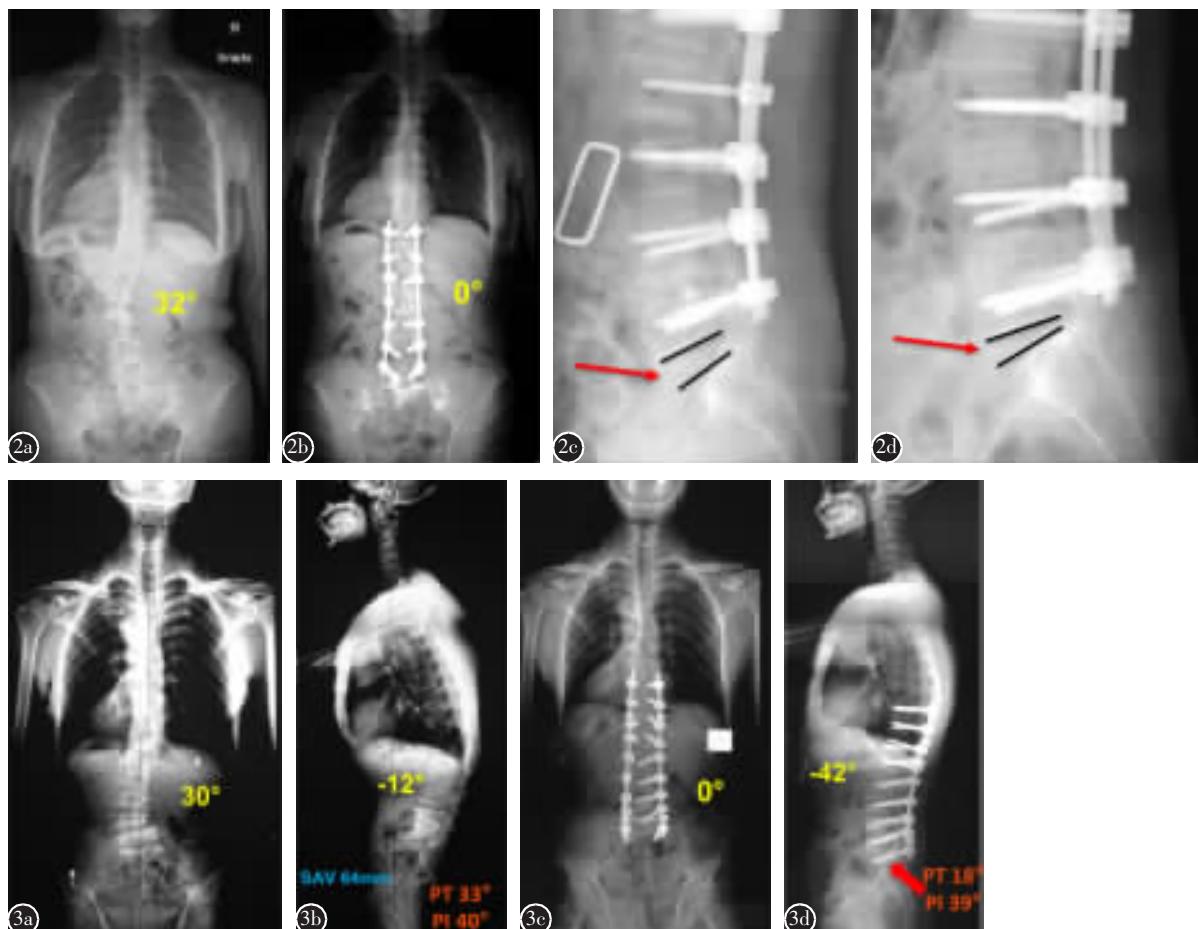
患者女,57岁 a 术前正位X线片示32°退行性脊柱侧凸 b 下端固定至L5,术后侧凸得到满意矫正 c 术后2周侧位X线片示L5/S1“健康”椎间盘,Weiner分级0级(箭头) d 术后30个月侧位X线片示L5/S1椎间盘明显退变,椎间隙高度丢失,Weiner分级2级(箭头) 图3 患者男,56岁 a 术前正位X线片显示30°退行性脊柱侧凸 b 术前侧位X线片示胸腰段后凸畸形,骨盆后倾并矢状面失代偿 c 下端固定至S1,术后4个月X线片示侧凸得到满意矫正 d 术后4个月X线片示双侧S1螺钉断裂(红色箭头)
